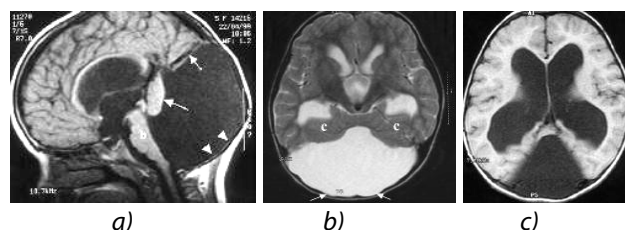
a) MRI picture Dandy-Walker malformation; b) MRI picture on axial T2-weighted MRI scan shows hydro-cephalus, a large CSF cyst in the posterior fossa, thinned occipital bone (arrows), and hypoplastic cerebellar hemispheres with a winged appearance (c); MRI picture Dandy-Walker malformation; c) MRI picture on axial T1-weighted MRI scan showing ventriculomegaly and a superiorly displaced posterior fossa cyst; MRI picture Dandy-Walker malformation
